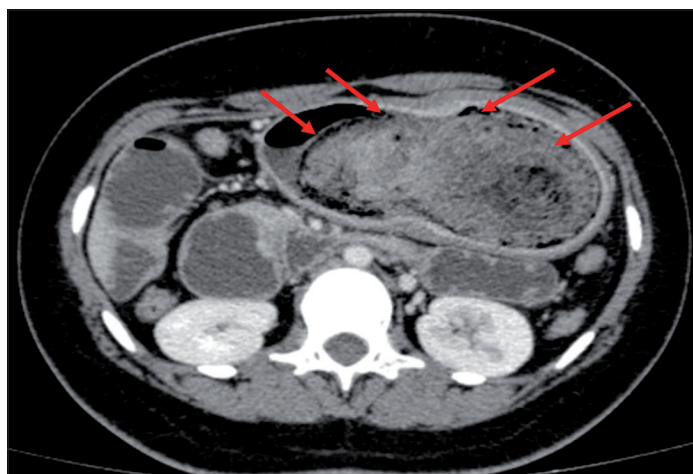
Tomografía computada con medio de contraste. Se observa ocupación de la totalidad de la luz gástrica por bezoar (flechas).
